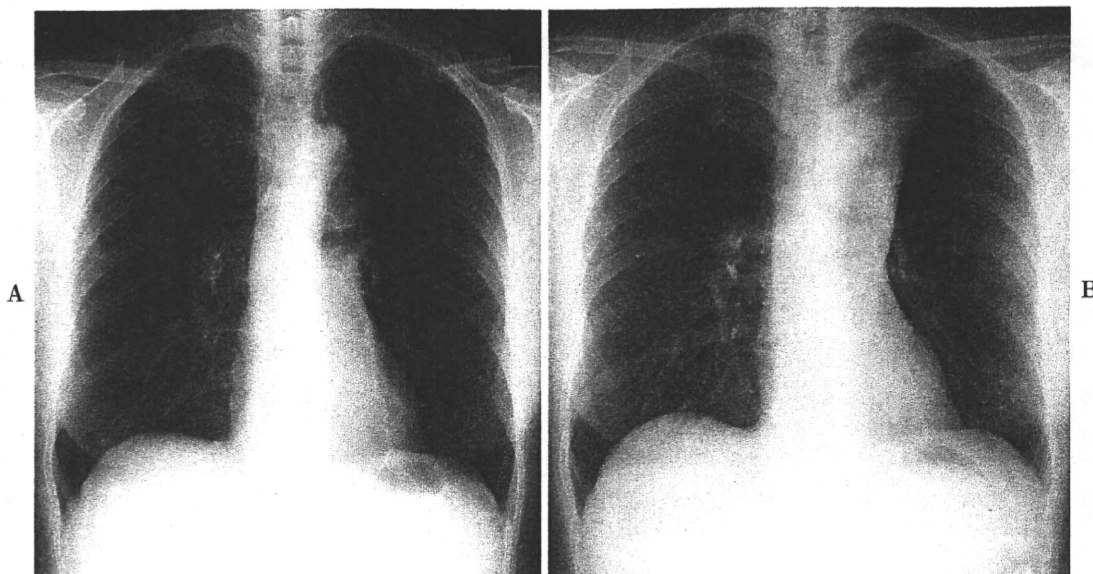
Chest radiography in 2002 (A) shows no abnormal findings; chest radiography in 2005 (B) shows atelectasis in the left upper lobe.
